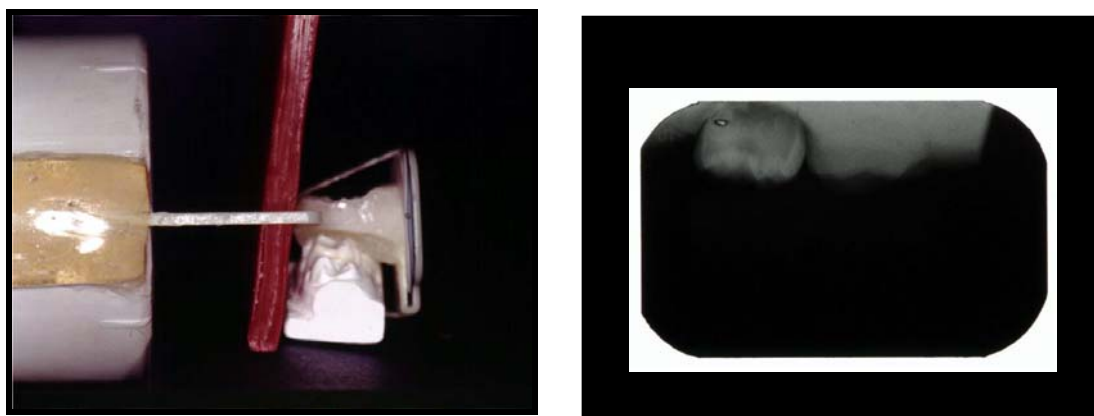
Padronização das radiografias *in vitro* e radiografia do segundo molar decíduo superior esquerdo (dente 65) obtida *in vitro*.
